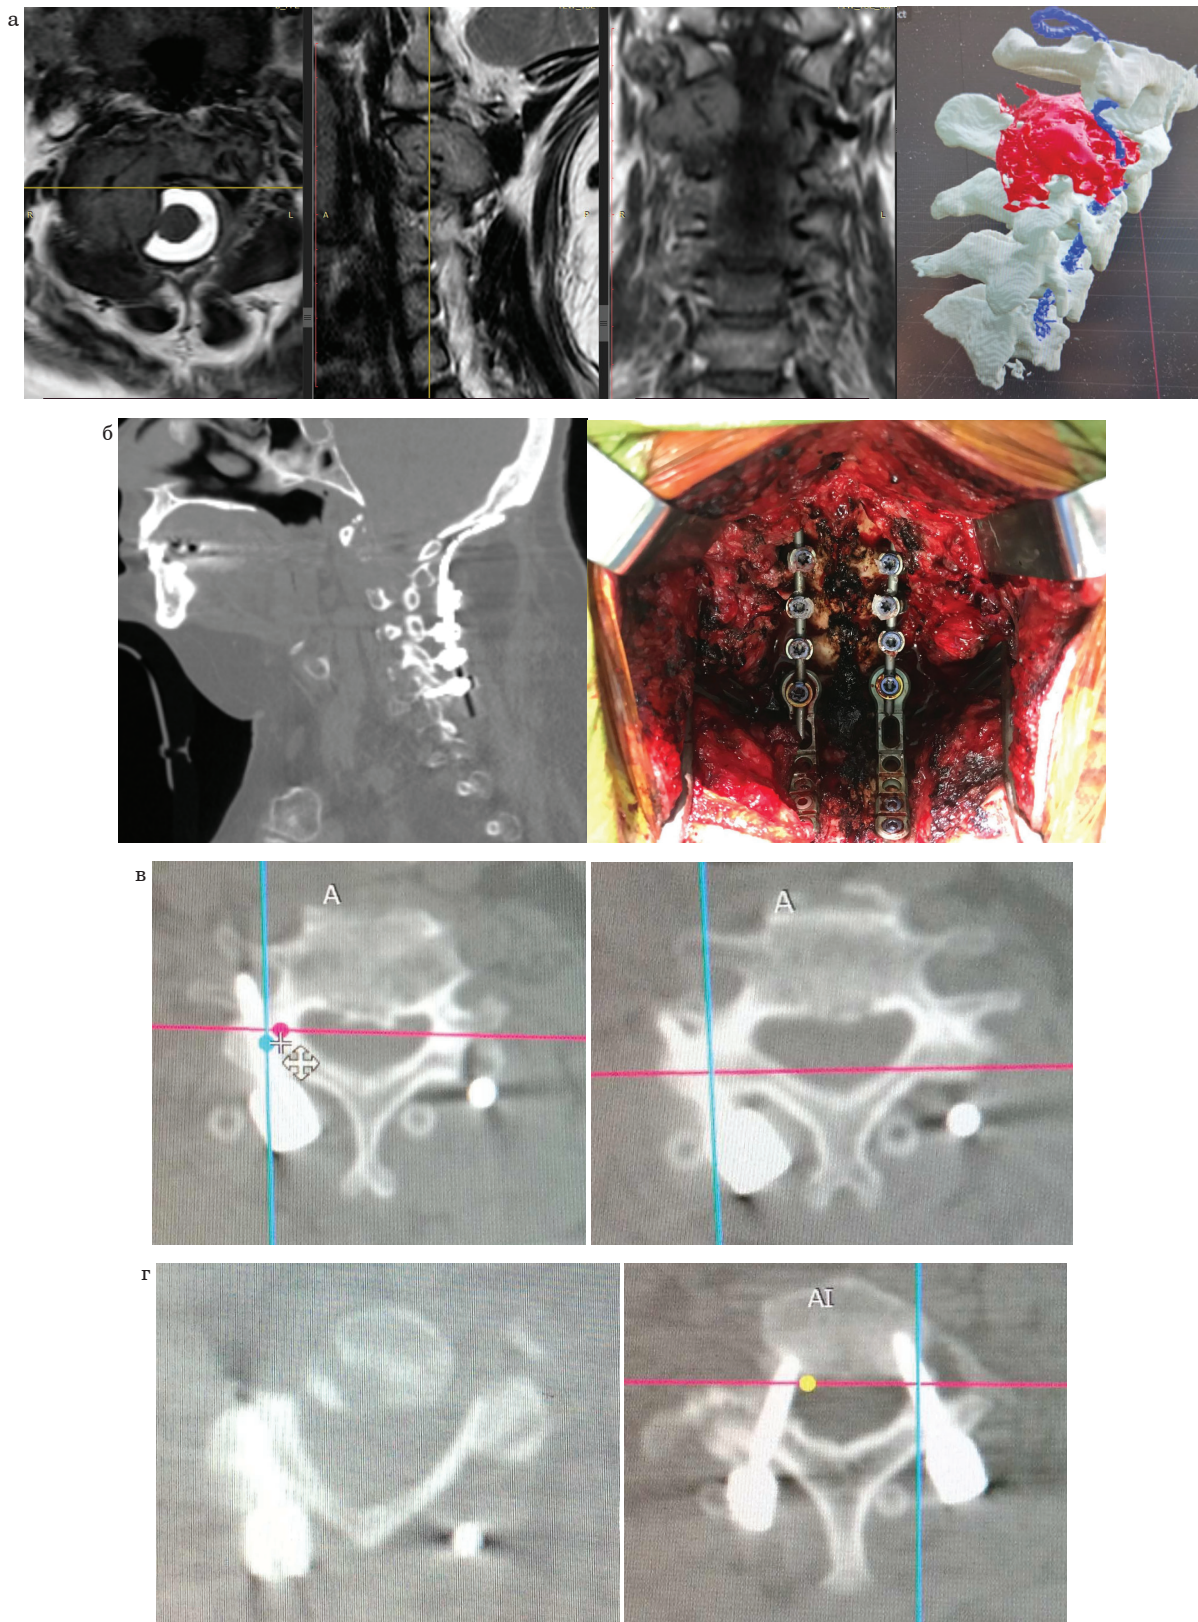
Хирургическое лечение пациентов с опухолями краниовертебральной локализации: *а* – данные предоперационной МРТ и моделирования расположения опухоли по данным предоперационной КТ; *б* – окципитоспондилодез; *в* – варианты мальпозиции винтов, установленных в боковые массы; *г* – корректное расположение винтов в боковой массе и ножках шейного позвонка
